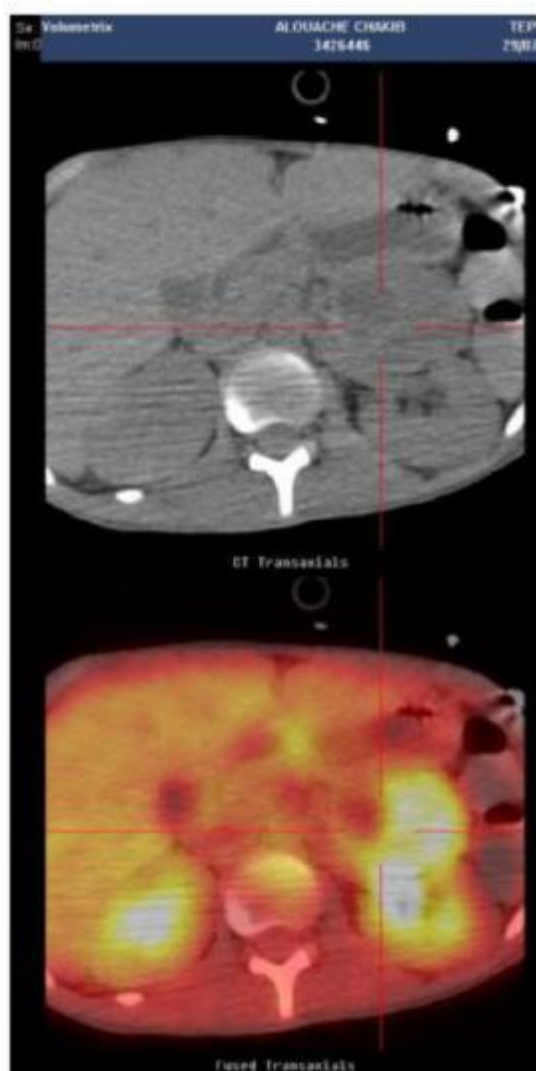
Coupe TDM abdominale : hyperdensité spontanée surrénalienne gauche avec hypodensité centrale (nécrose tumorale). Présence d'un foyer d'hypermétabolisme au PET scan chez un patient atteint d'un phéochromocytome [28]
